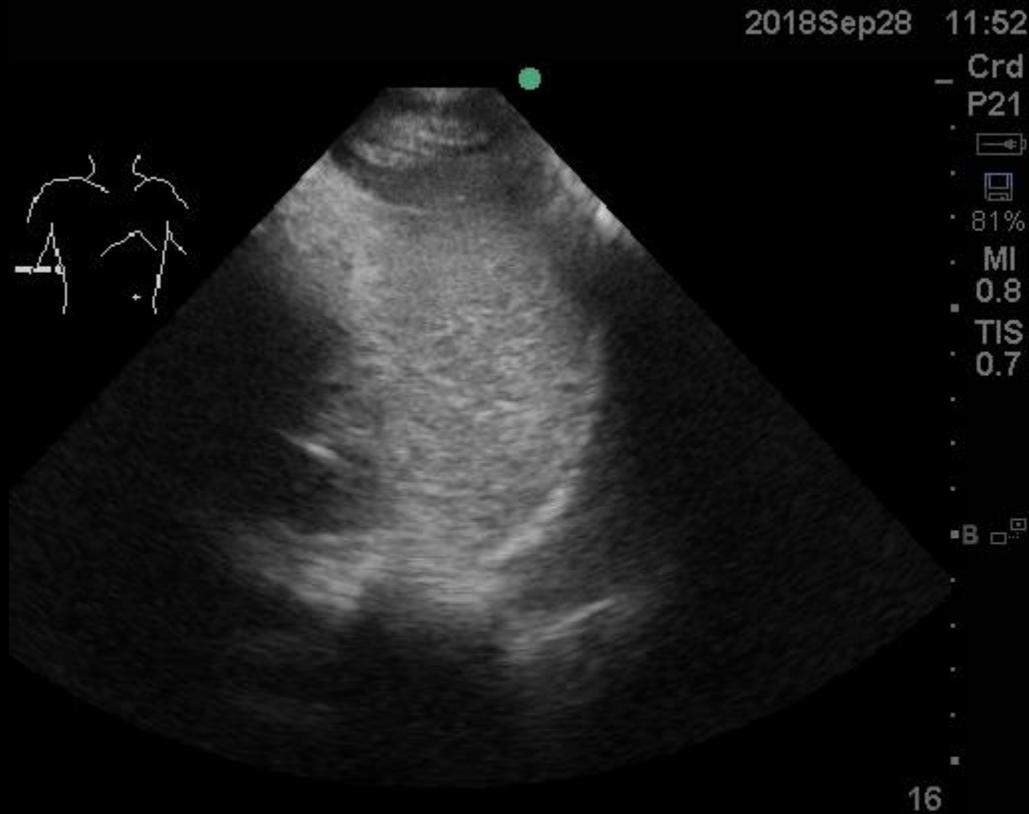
Images échographiques provenant du portfolio des physiothérapeutes de l'ICM
